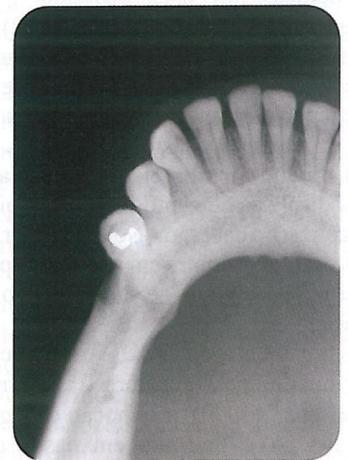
Radiografia oclusal da região mandibular direita mostrando ausência de expansão da cortical.
